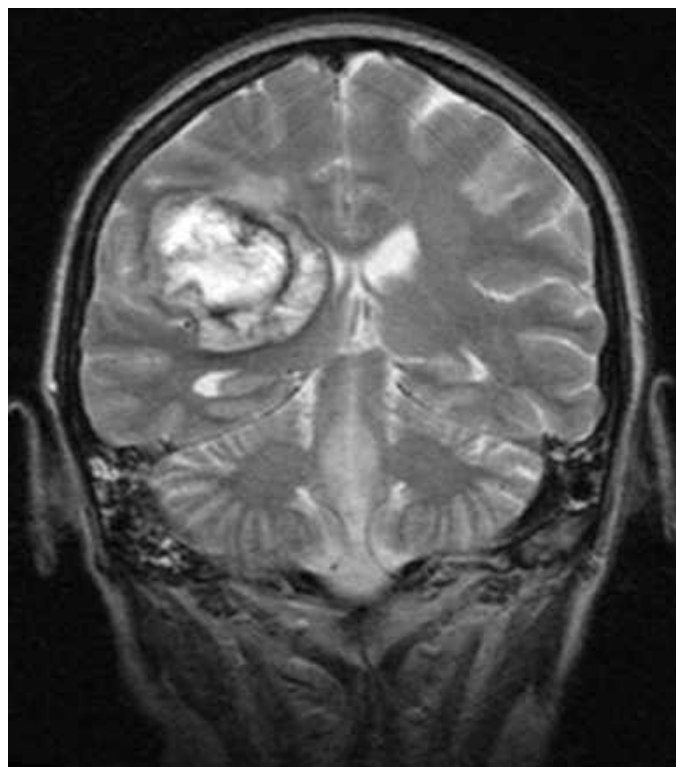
МРТ головного мозку в T2 ЗЗ, коронарний зріз). Кавернома глибинних відділів правої гемісфери головного мозку з ознаками підгострого крововиливу (спостереження №10, хвора М-о, історія хвороби №62).
